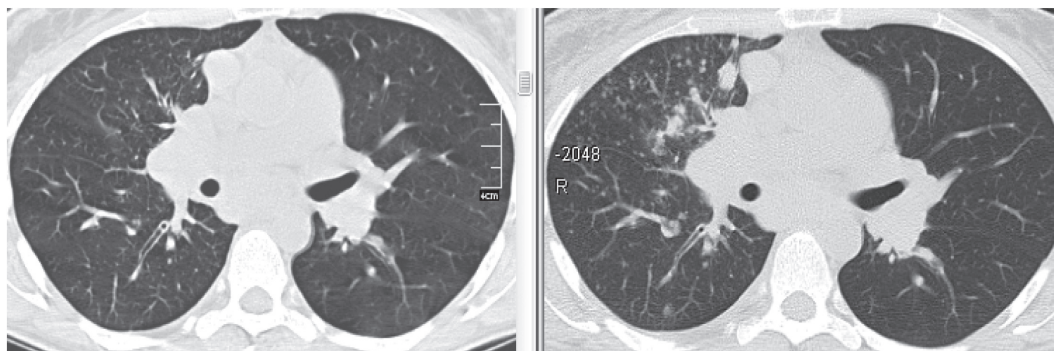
МСКТ больной П. (слева — исходные данные, справа — через 3 мес наблюдения). Прогрессирование саркоидоза: увеличение узелковой диссеминации с появлением узлов в $S_{4,5}$ правого легкого.
